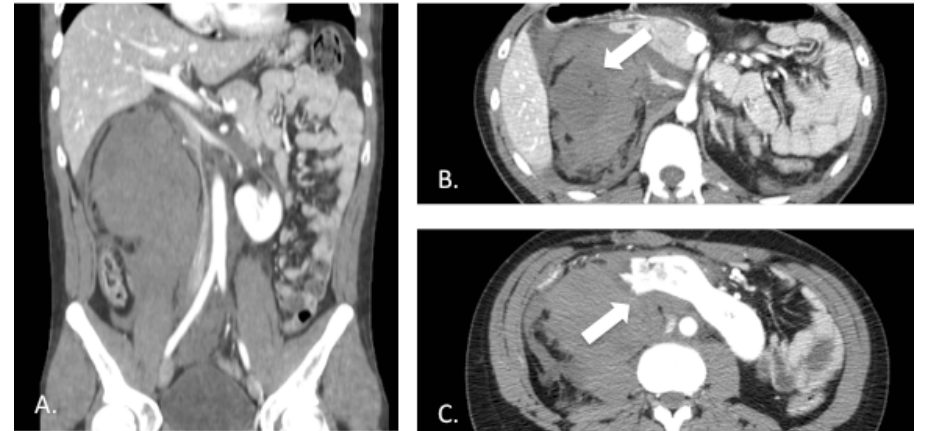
TC con contraste intravenoso en un riñón en herradura con una lesión renal grado IV. A, imagen coronal se observa un gran hematoma perinéfrico que desplaza los grandes vasos. B, imagen axial donde se observa un segmento largo desvascularizado (flecha). C, imagen axial se observa una avulsión del polo inferior cerca de la unión con el istmo grueso.
